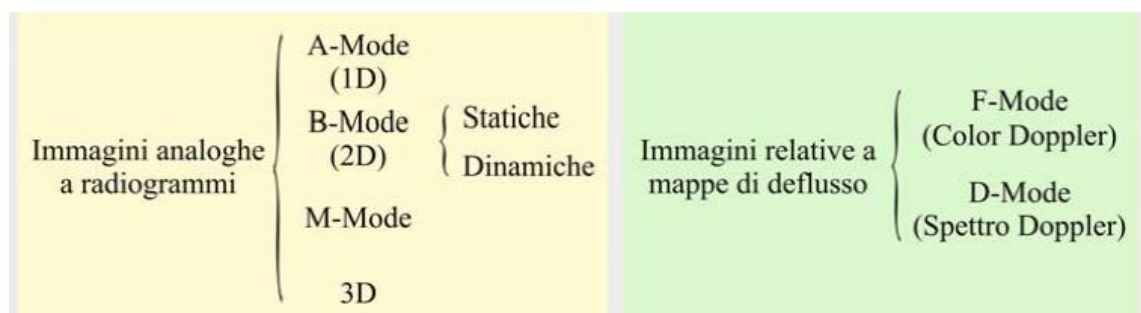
Classificazione delle rappresentazioni ecografiche (Branca. Fondamenti di Ing.Clinica, 2008).
